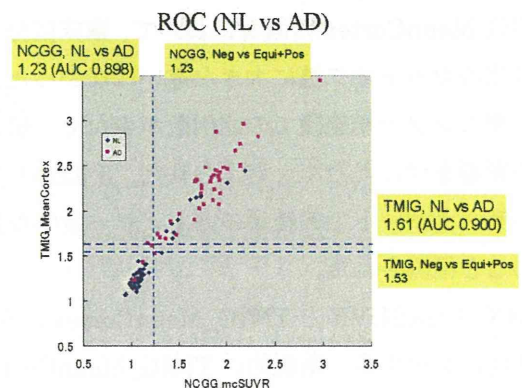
J-ADNI 症例における臨床区分と皮質平均 SUVR 値のカットオフ値の関係
